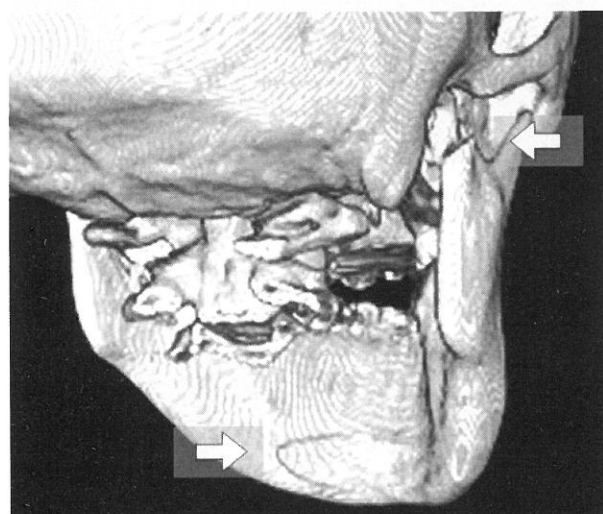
3D-CT image of case 2. Both fractures (Fig. 4 and 5 ; allows) were visualized.
